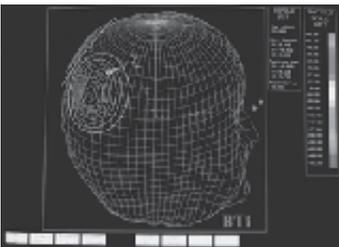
Imagen MRI de la cabeza humana.
